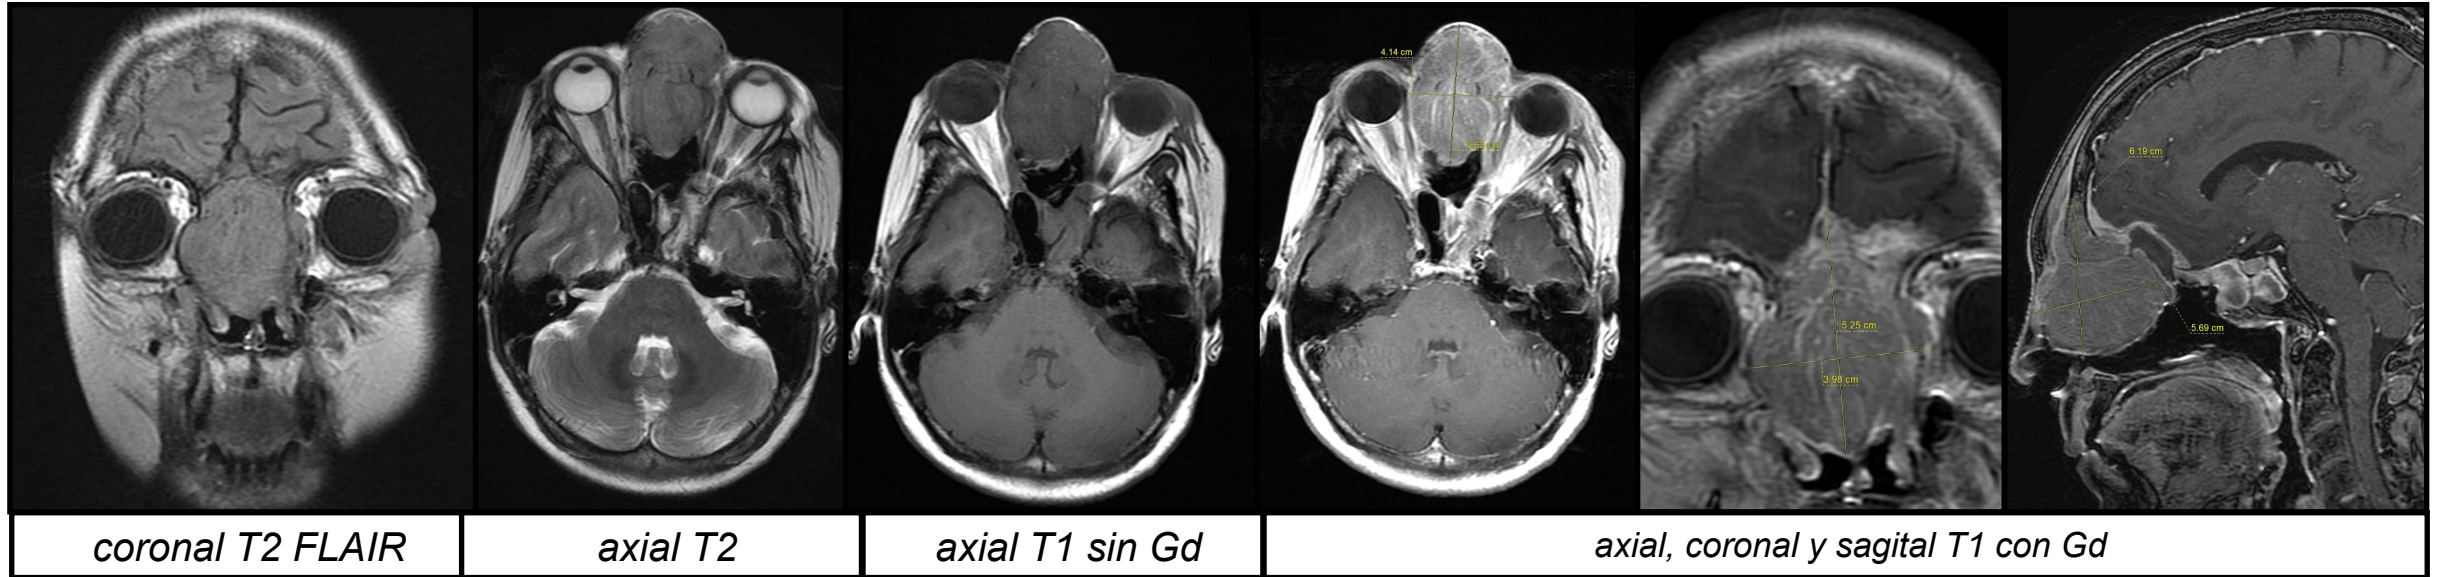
Mismo paciente al que se le completa estudio con RM CON CIV:*
